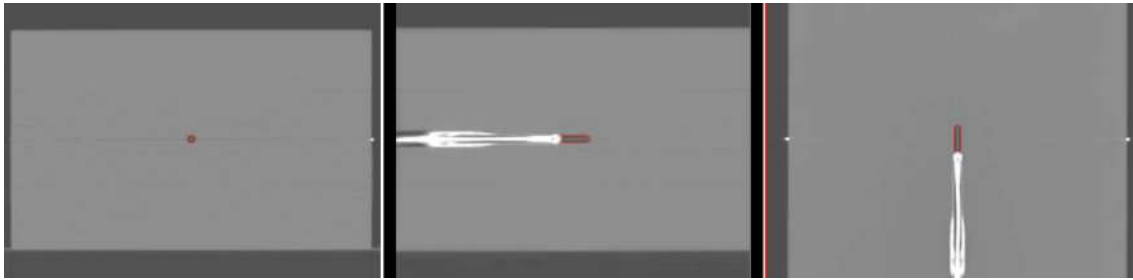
検証用ファントムを CT で撮像し，治療計画装置に登録した例
